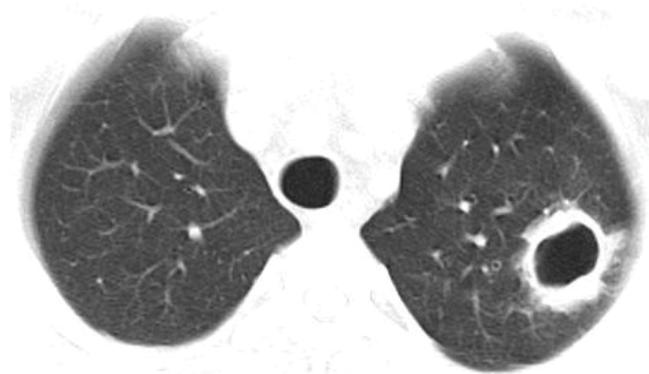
МСКТ ОГП перед початком протитуберкульозної терапії. Інфільтрат з порожниною розпаду у верхній долі лівої легені.
